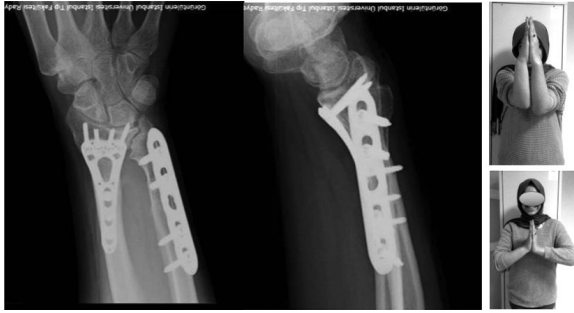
AP and lateral wrist X-rays and clinical images of the same patient in postoperative month 17.
